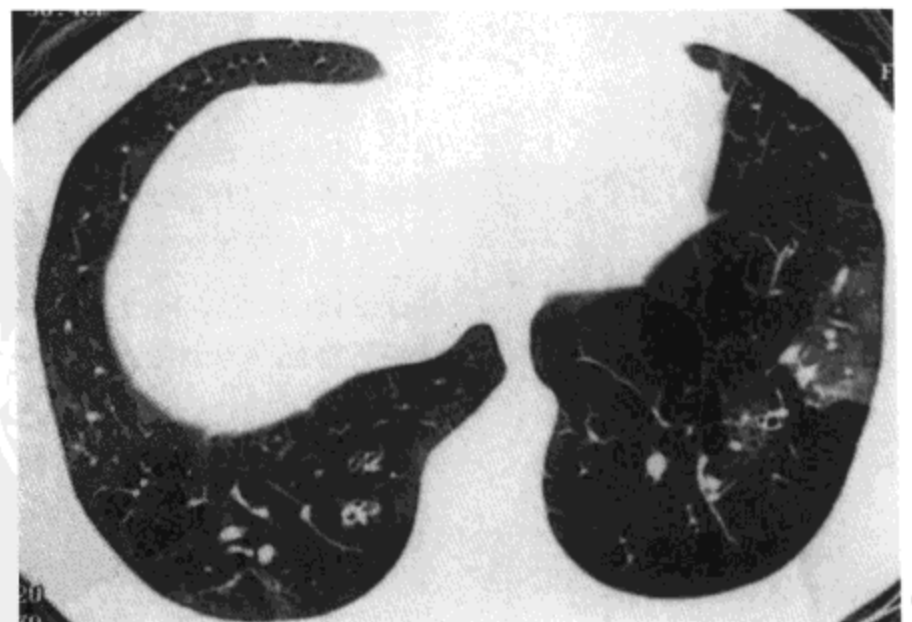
支气管扩张。右肺下叶高分辨率 CT 影像示厚壁，扩张的细支气管（直箭号），支气管壁增厚，小叶中心分枝状线样与结节影（树芽征[弯箭号]）。病人男，23 岁，患泛细支气管炎与反复发作的呼吸道感染。
